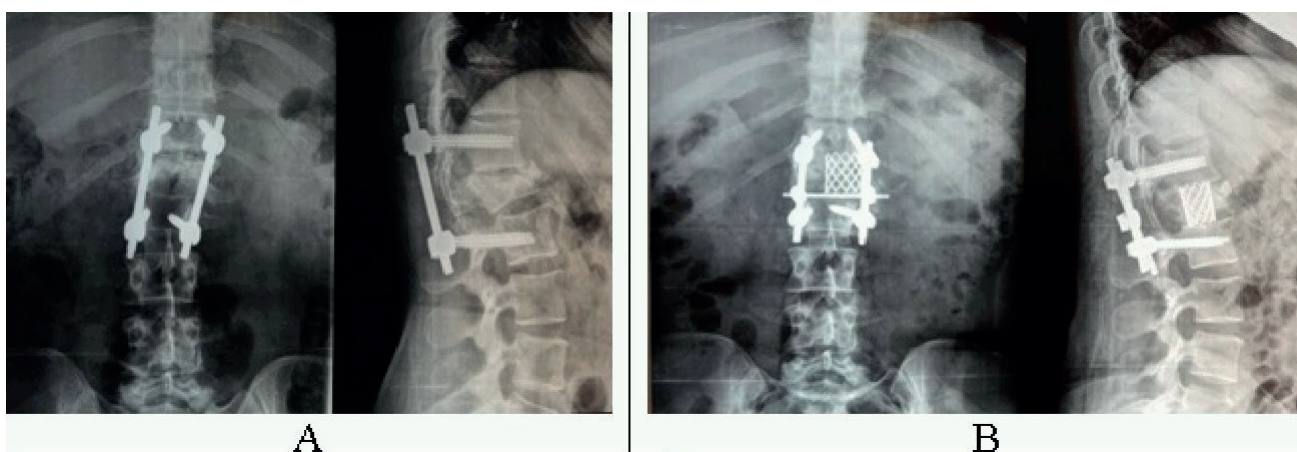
А – рентгенограммы до операции. В – рентгенограммы после оперативного лечения.
